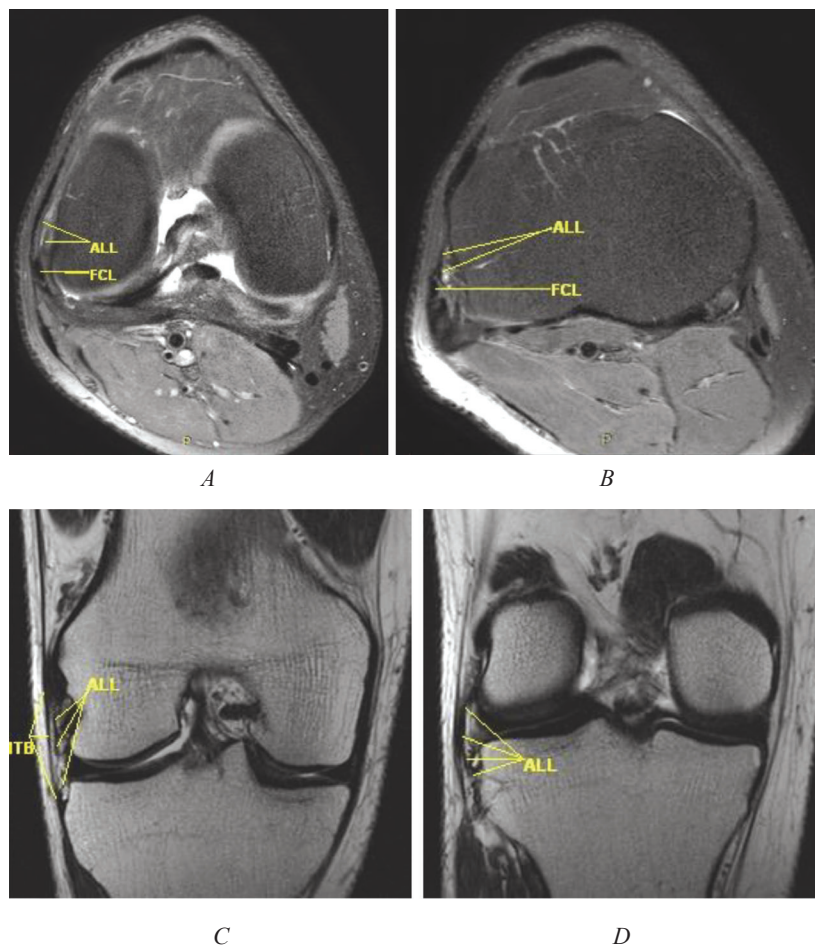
MRI on a Philips Achieva 3.0 Tesla scanner of a 40-year-old man's knee with partial ACL injury: *A, B* – axial sections; *C, D* – coronal sections (ALL is relatively thin, but its two-layer structure is well traced on the axial section (*A*). On coronal section (*C*), the ALL appears somewhat wavy, which could potentially be a sign of at least partial damage, but given the absence of local edema and significant inflammatory changes and MRI conducted in the acute period, we can assume this as a variant of the normal). Designations are as in Fig. 1
